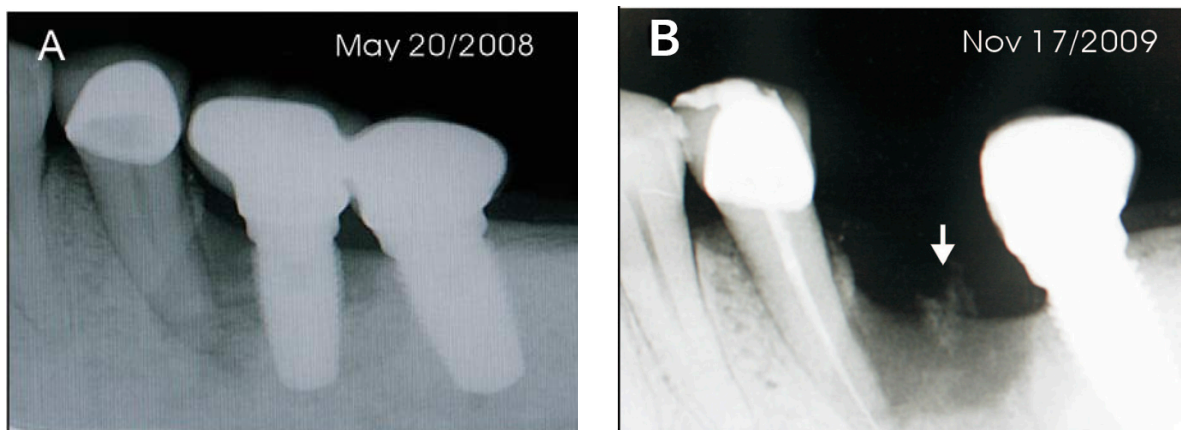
a) Radiographie rétro-alvéolaire révélant une radioclarité entre la dent 35 et l'implant 36
